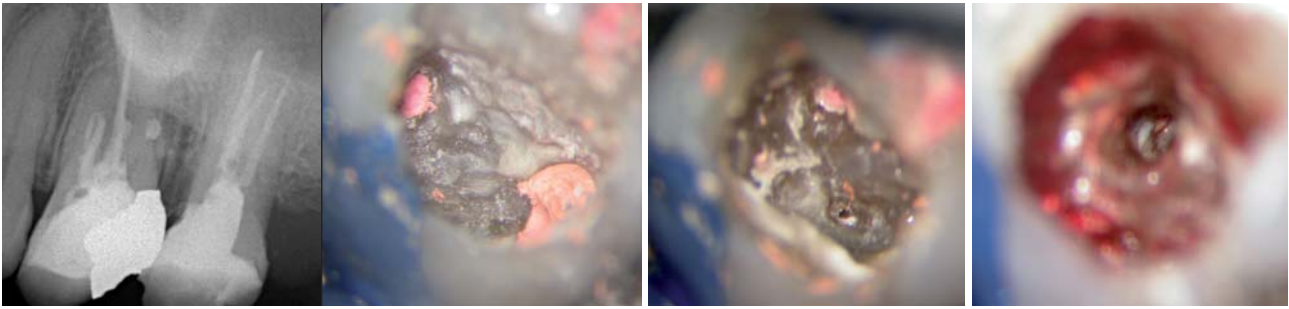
26 Zustand nach WB und WSR (Röntgen und intraoral). – Abb. 5a: Behandelter aber nicht gefüllter distaler Kanal. – Abb. 5b: Perforierter mesialer Kanal.
